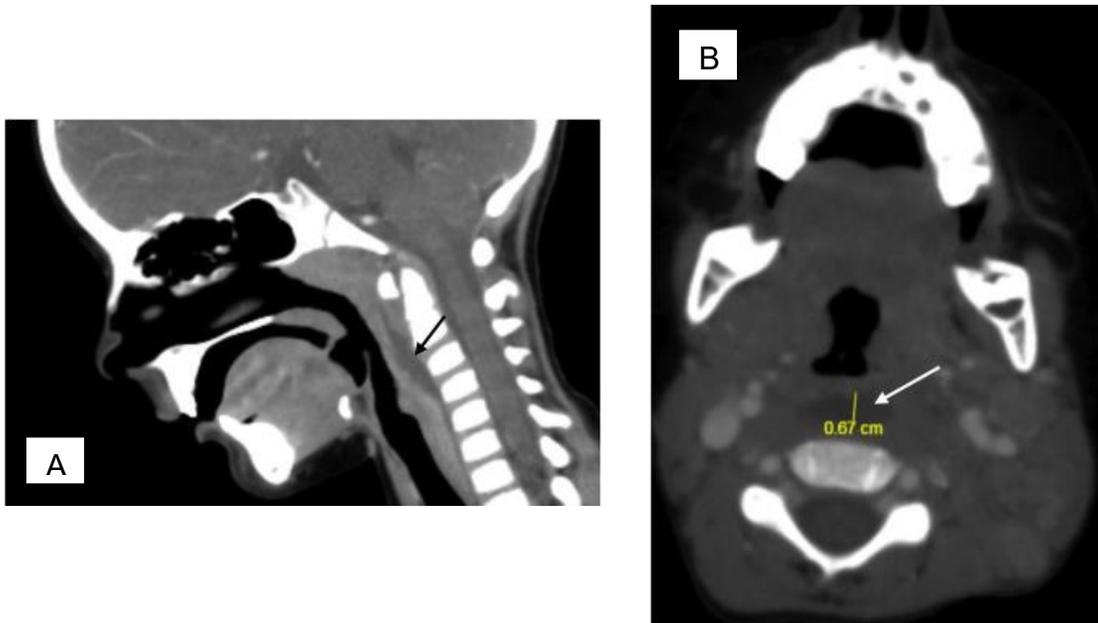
Tomografía computarizada. A)Corte sagital que muestra absceso retrofaríngeo. B)Corte axial que muestra absceso y edema retrofaríngeo⁵⁵
